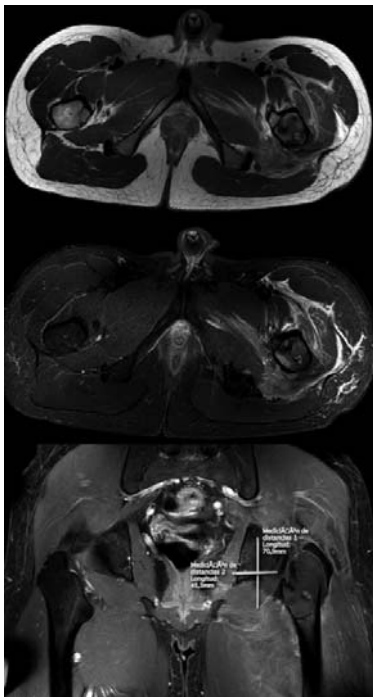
Cortes de RM. Lesión osteolítica metafisaria de fémur proximal. El contenido lesional es heterogéneo, parcialmente hemático (en relación con la fractura), unilocular, observando en la porción más posterobasal de la lesión un foco lesional que sugiere la presencia de matriz condral, que mide 12x10 mm. Este foco presenta tenue captación de contraste iv. Imagen compatible con encondroma vs condroblastoma de bajo grado.
